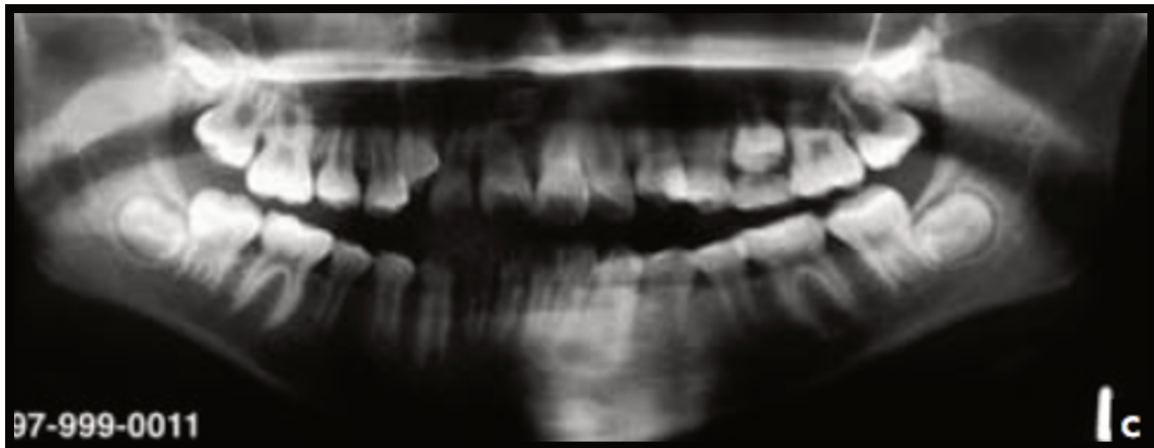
Radiografia panorâmica *ante-mortem* (adaptado de Pretty & Sweet, 2001).
